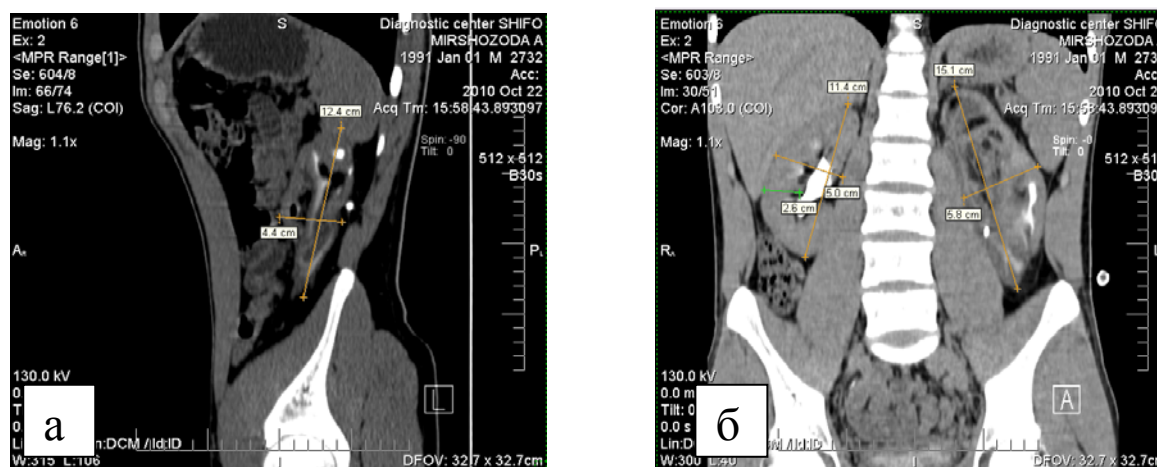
КТ. Гидронефроз слева IIIст:
